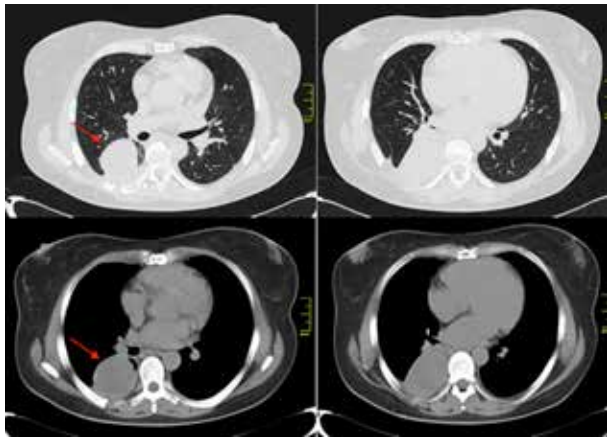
Tomografía de tórax: imagen de masa con márgenes bien definidos con morfología redondeada, que mide entre 9 cm x 7 cm, con valores de atenuación entre 23-43 UH, isodensa, contornos suaves en contacto con pared torácica y sub-pleural. Ausencia de adenopatías de la cadena mediastinal, supracarinalis y perihiliar.
